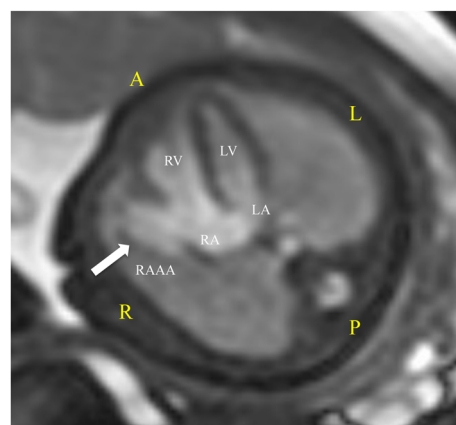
Magnetic resonance imaging (35 weeks 0 days)
